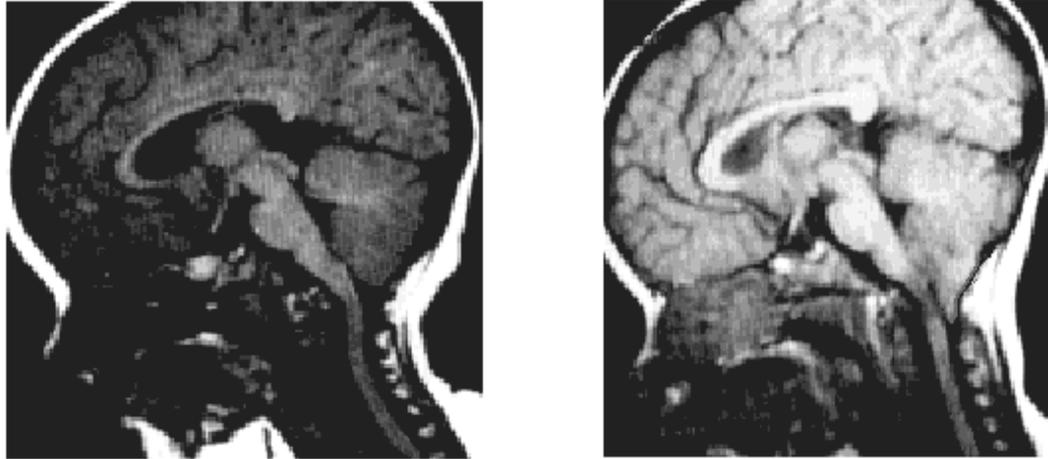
8ヶ月時と20ヶ月時の患者のMRI画像。小脳扁桃下垂が確認できます。出典：
